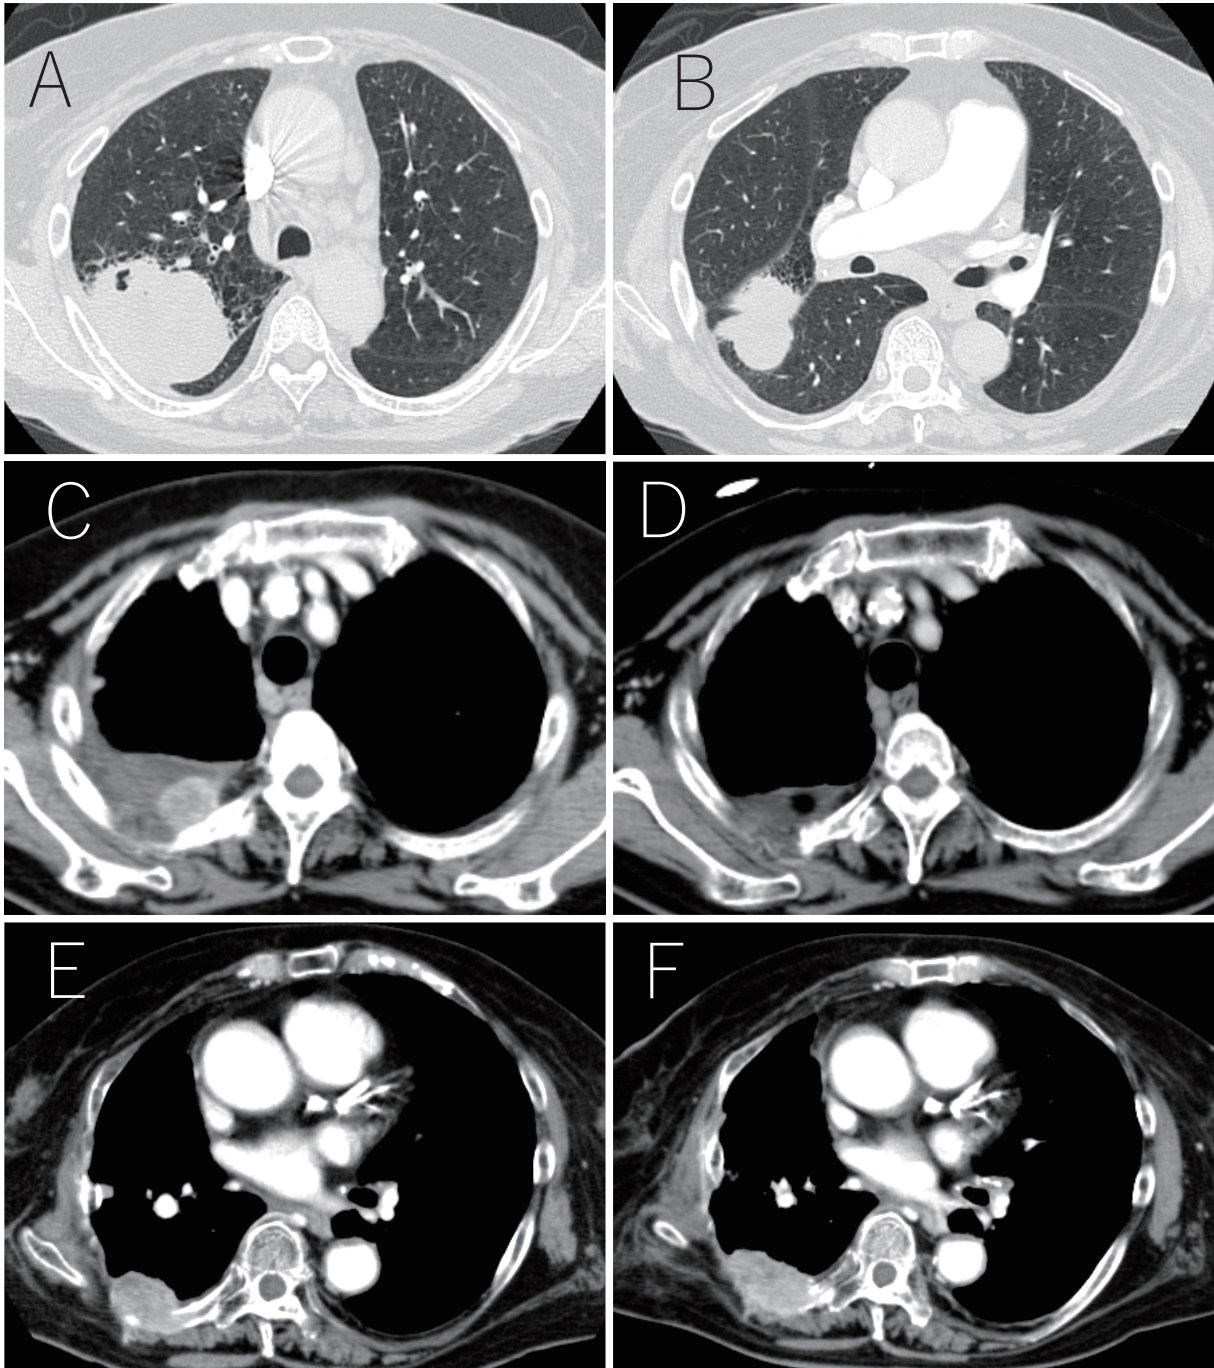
CT showed (A) a large tumor with cavity in the right upper lobe and (B) that the tumor had spread to the lower lobe before surgery. (C) Pleural metastasis was recognized two months after surgery. (D) The tumor was responsive to the first-line treatment with carboplatin and nab-paclitaxel. (E) Chest wall metastasis was recognized after the discontinuation of treatment. (F) The tumor increased in size after three courses of pembrolizumab therapy.
